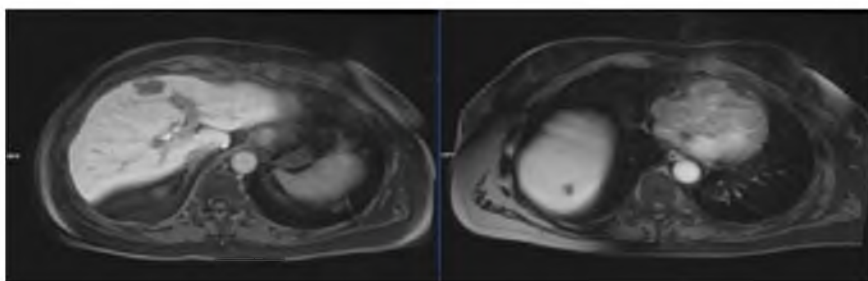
МРТ ОБП с КУ от 27.09.2023г. Единичные образования в печени вторичного характера (в VII, IV сегментах).
